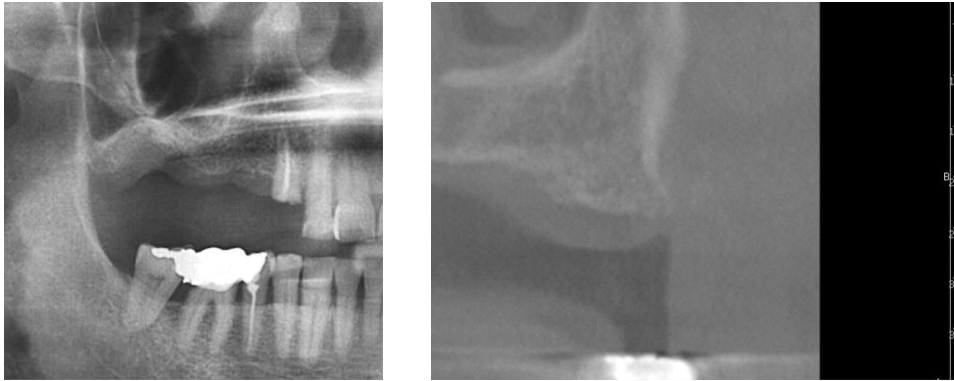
Preoperative panoramic view and preoperative computed tomograph of the right maxillary 2nd molar area.
